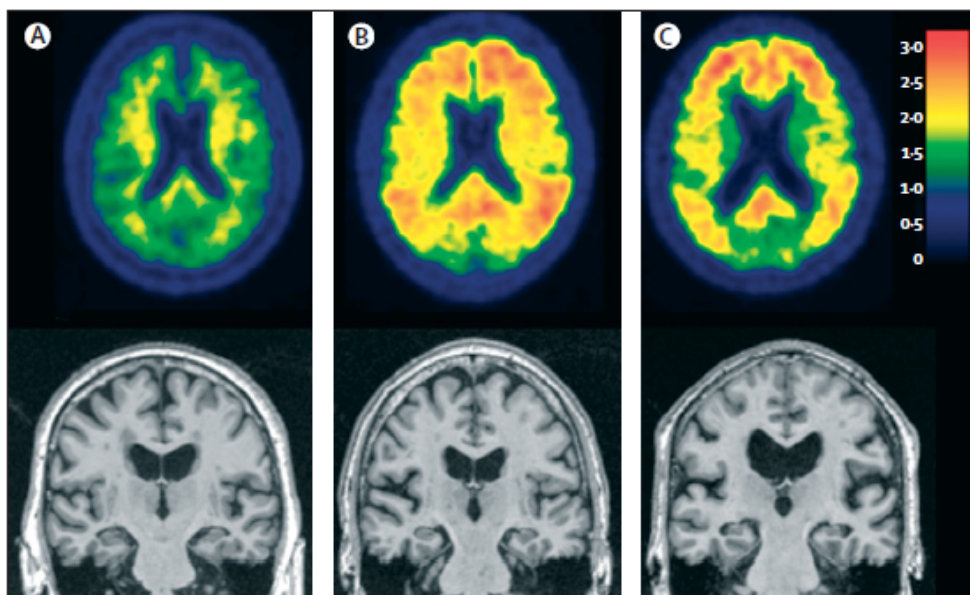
Etapas de los biomarcadores en la AD. a) Un individuo cognitivamente normal sin evidencia de $A\beta$ en imágenes de amiloide PET con PiB y sin evidencia de atrofia en MRI. b) Un individuo cognitivamente normal sin evidencia de atrofia neurodegenerativa en MRI pero con depósito significativo $A\beta$ en las imágenes PET. c) Un individuo con demencia y un diagnóstico clínico de la AD, un estudio positivo de imagen de amiloide PET y una atrofia neurodegenerativa en MRI. Obtenida de [Jack et al., 2010].
